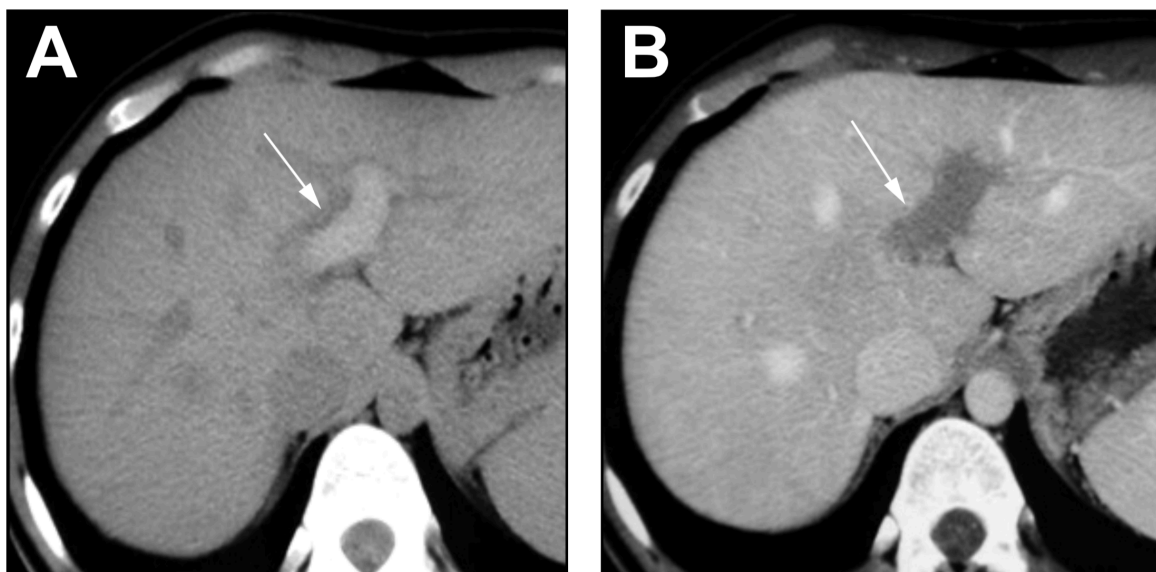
CT-Bild mit akuter Pfortaderthrombose [53].
